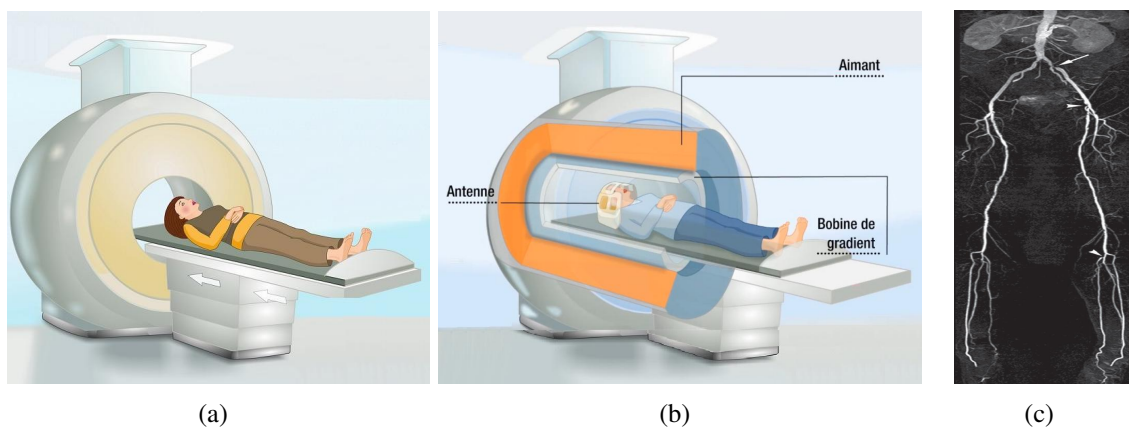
(a et b) Appareil de l'Angio-RM et son principe de fonctionnement [20]. b) Images (c) images ARM avec injection de gadolinium : lésions sténosantes multiples [21].
